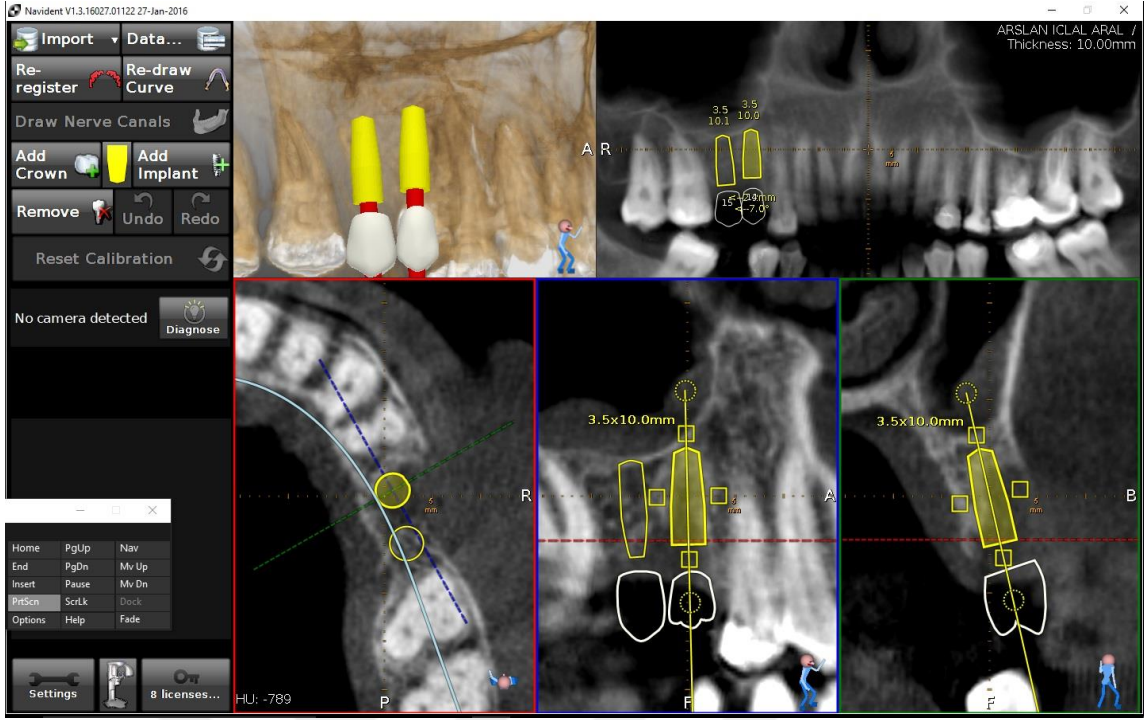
Hastadan konik ışınli tomografi alınması
